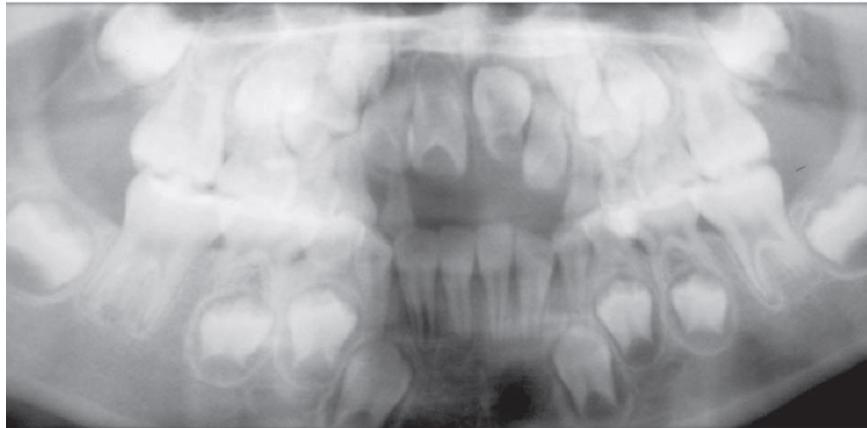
⁹⁷: Radiografia panorâmica inicial. Fase da dentição mista.
